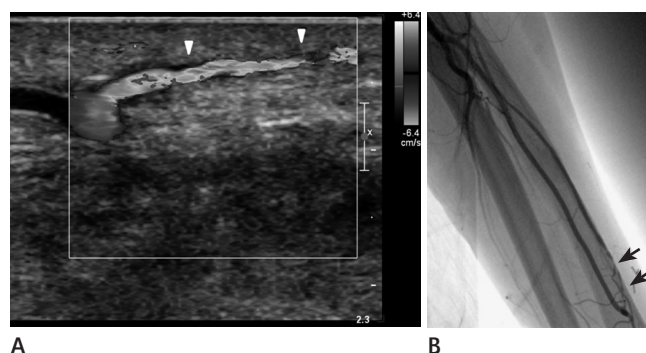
A 51-year-old male with immature radiocephalic arteriovenous fistula (AVF). Comparison between color Doppler ultrasound examination and angiography.
